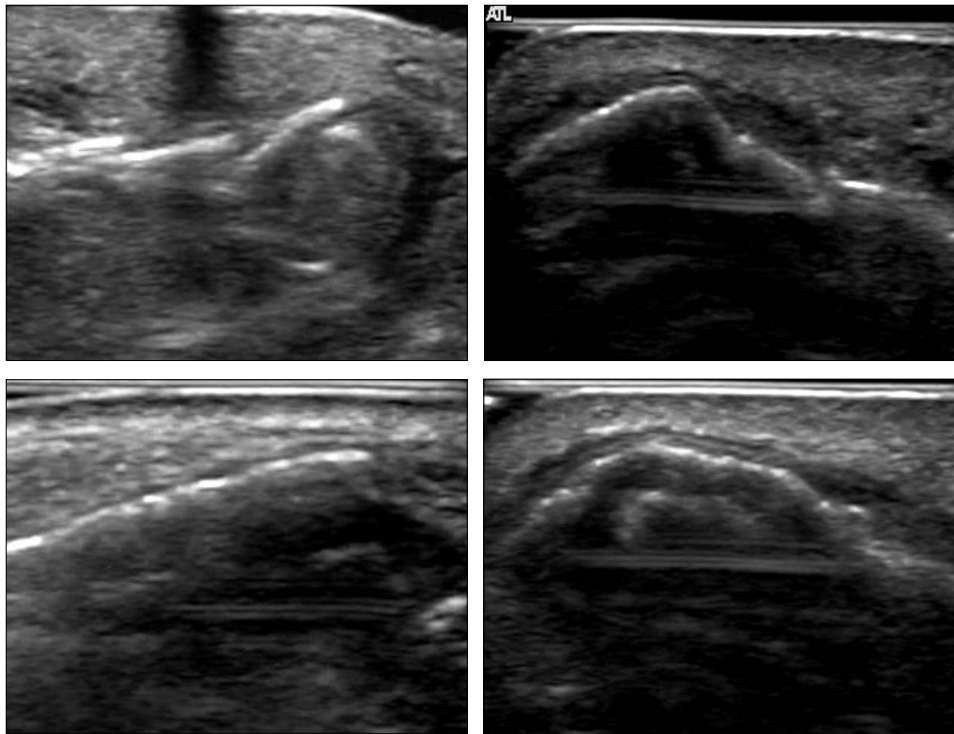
The finding of nasal bone fracture on ultrasonography. (Above, left) Preoperative median view. (Above, right) Preoperative transverse view. (Below, left) Postoperative median view. (Below, right) Postoperative transverse view.
